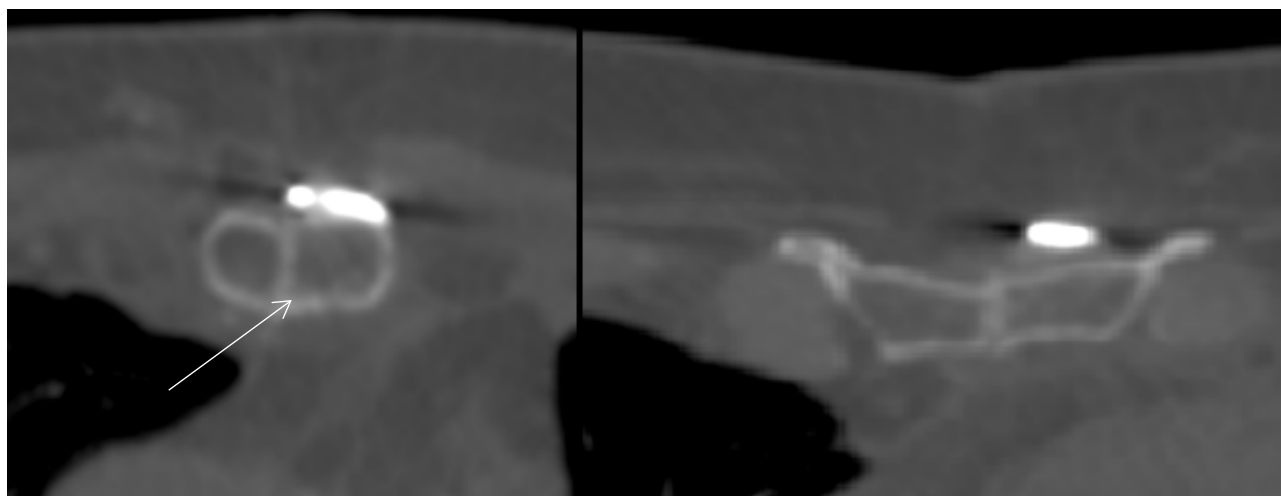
Изображения компьютерной томографии пациентов в раннем послеоперационном периоде (12-е сутки): а – пациент 1-й группы, стрелкой указана гиперденная полоса; б – пациент 2-й группы
